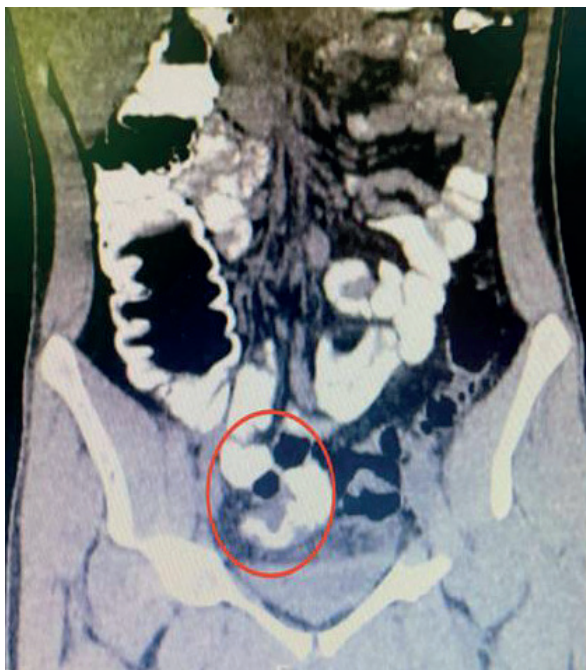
Tomografía computada abdominal que evidencia en la pelvis una imagen tubular con fondo de saco ciego y contraste en su interior.
